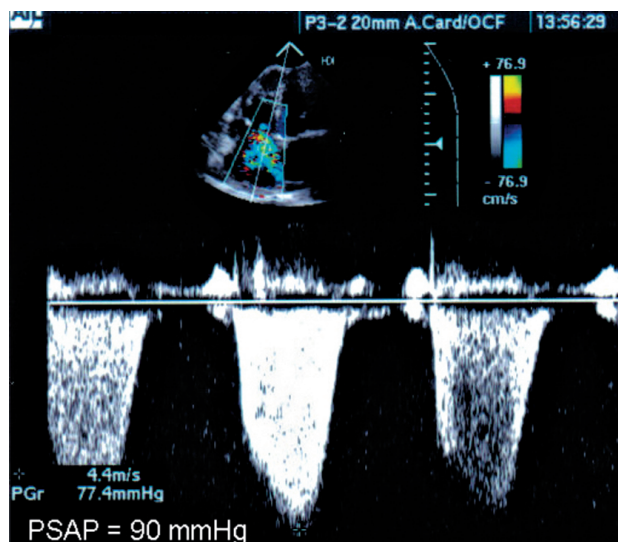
Eco transtorácico de um caso de hipertensão pulmonar primária. Observe na imagem superior (corte apical de quatro câmaras) a presença de refluxo tricúspide ao mapeamento de fluxo em cores. Abaixo, curva espectral de Doppler contínuo demonstrando gradiente sistólico entre ventrículo e átrio direitos de 77 mmHg. Acrescentando-se o valor presumido de 13 mmHg de pressão atrial direita, obtém-se a pressão sistólica do ventrículo direito, por conseguinte, da artéria pulmonar, estimada em torno de 90 mmHg.
